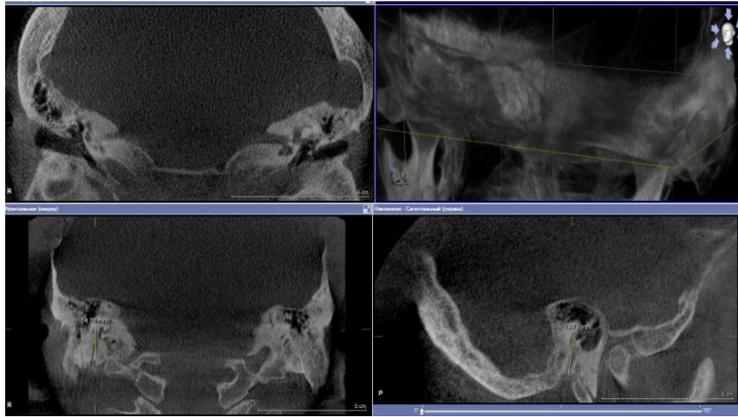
КЛ КТ височных костей у пациента с признаками хронического воспаления среднего уха. Количественный анализ сосцевидной и тимпанальной частей фаллопиева канала лицевого нерва.
